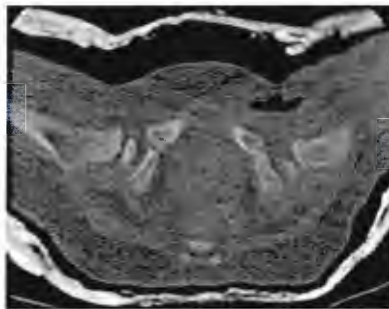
Tomografía axial, observación de desplazamiento postero medial de cadera izquierda.
